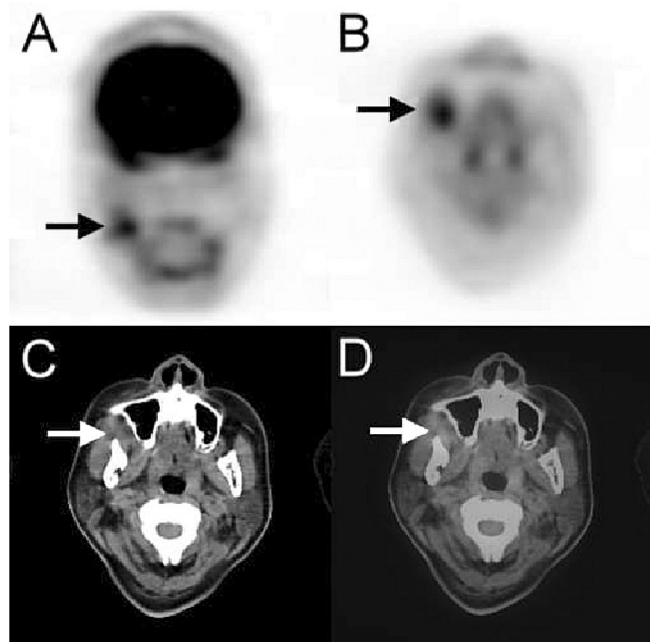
An F-18 FDG PET/CT was performed to evaluate the suspicious residual malignancy and metastasis. The coronal (A) and transaxial (B) PET, correlated transaxial CT (C), and the fused PET/CT (D) revealed an F-18 FDG-avid lesion (arrow) about 2.0 cm in diameter in the right masticator space with steady maximal standardized uptake values (SUVmax) of 4.9 at 60 min and 120 min post F-18 FDG injection.
